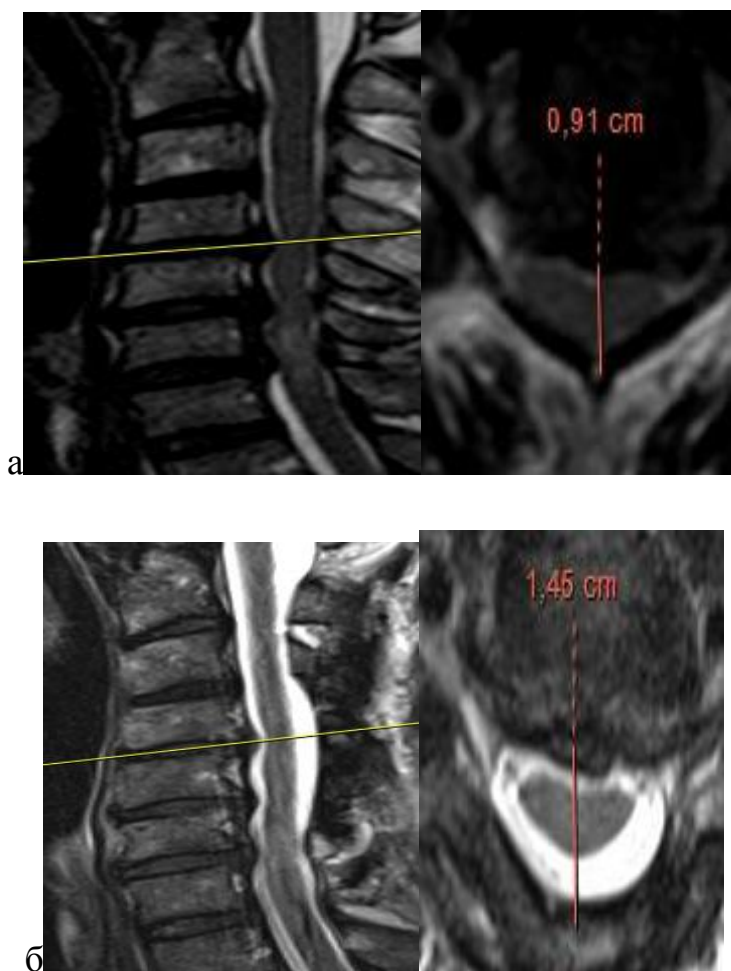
МРТ б-го П-го, 68 лет. Протяженный дегенеративный стеноз на уровне С3-С6. Расчет ширины поперечного сечения позвоночного канала по данным МРТ. (а) до операции, (б) после операции
